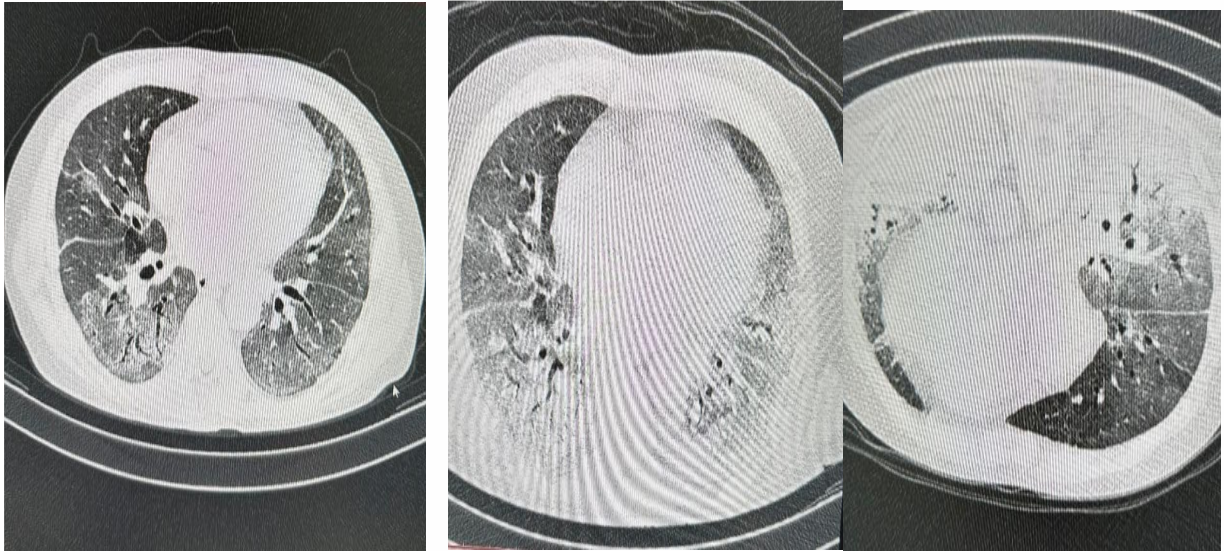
Прогрессирование пневмонии по данным компьютерной томографии у пациента Н.: а – 05.02.22 г., б – 10.02.22 г. и в – 12.02.22 г.
